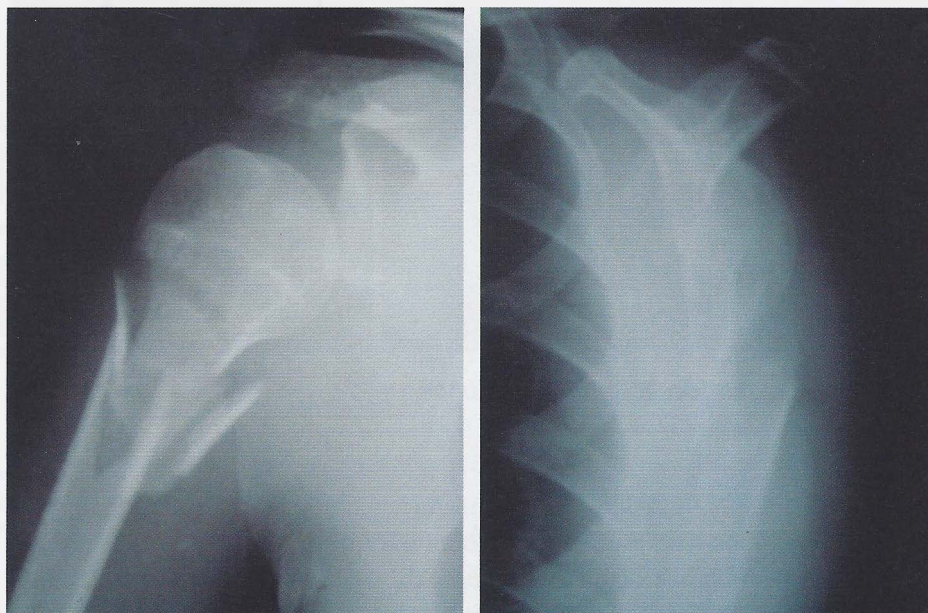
Radiografias pré-operatórias da fratura.
